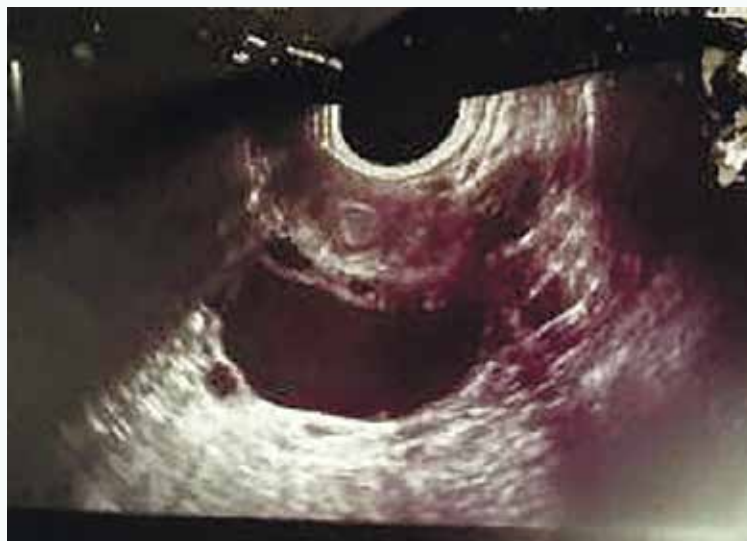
УЗИ органов малого таза. Заключение: папиллярная цистаденома левого яичника
